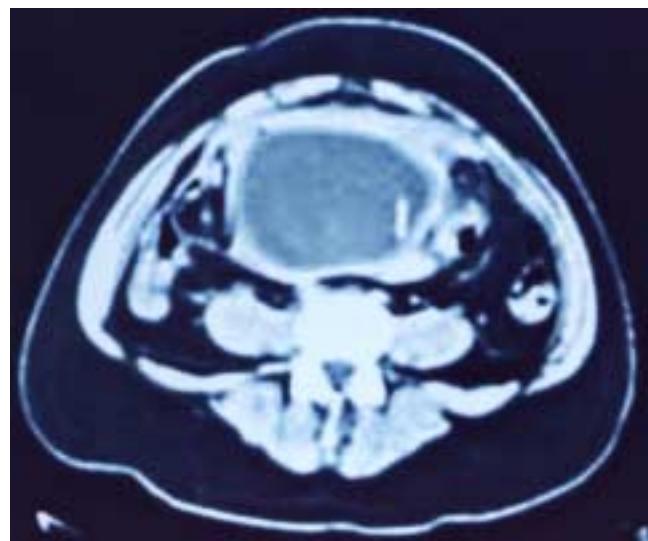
Tomografía computarizada de abdomen que muestra el pseudoquiste con la punta del catéter de derivación ventriculoperitoneal en su interior.
